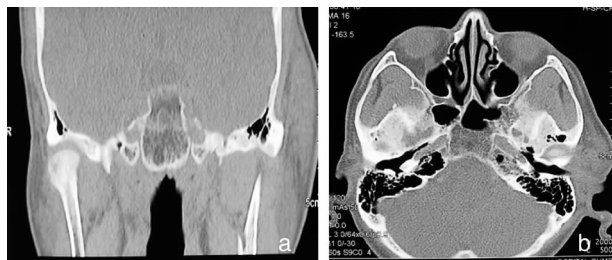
CT可见左耳颞部肿物,位于皮下,下界与腮腺界限不清 a:冠状位;b:水平位
